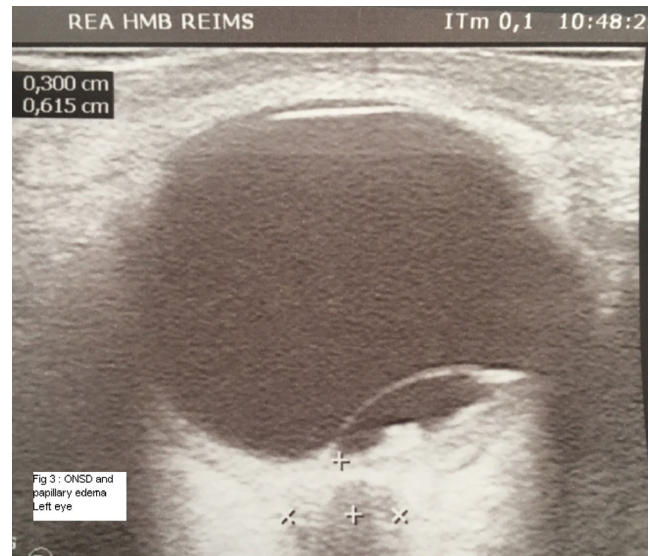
Échographie oculaire de l'œil gauche
